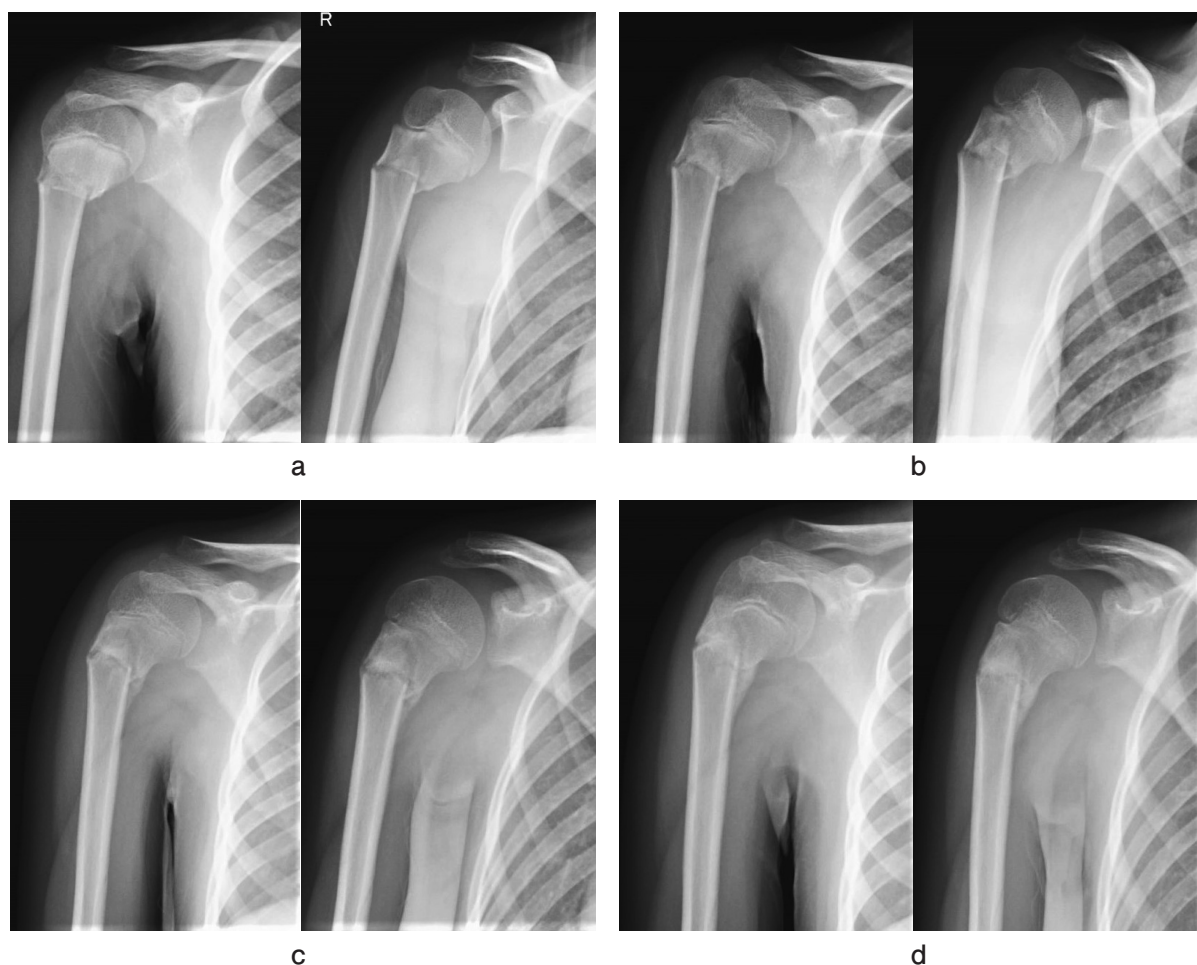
単純X線像 a. 初診時 b. 2週間後 c. 4週間後 d. 6週間後
